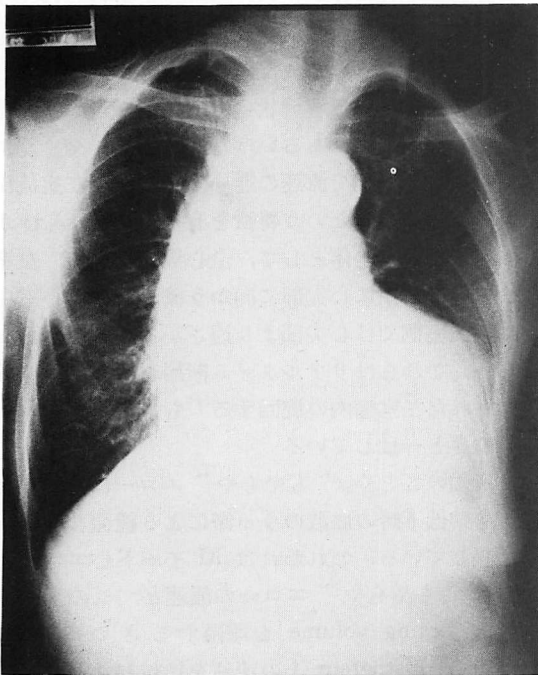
Chest X-ray film of Case 2 on admission.
